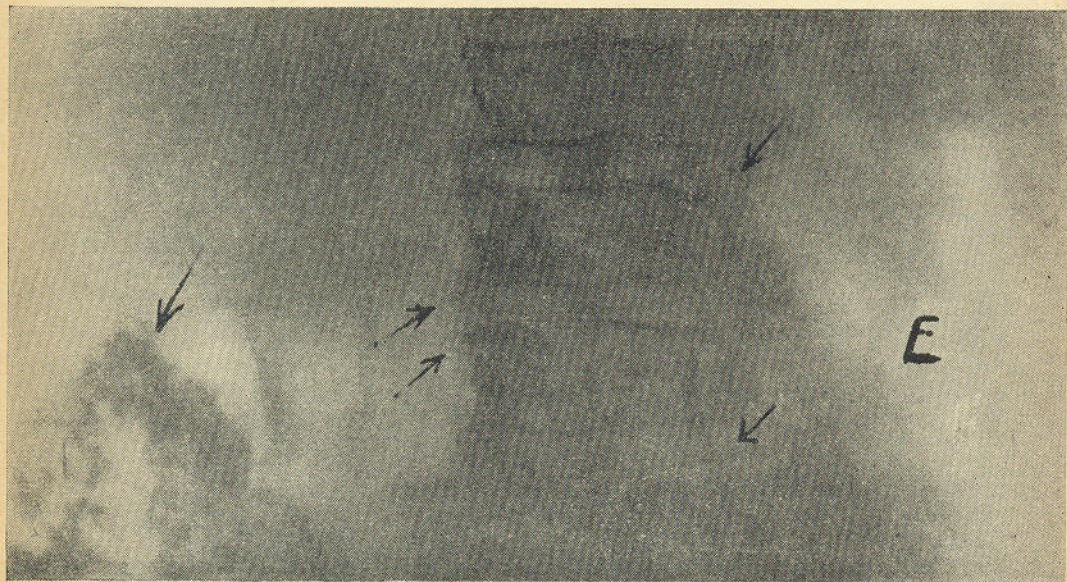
Radiografia da coluna lombar
